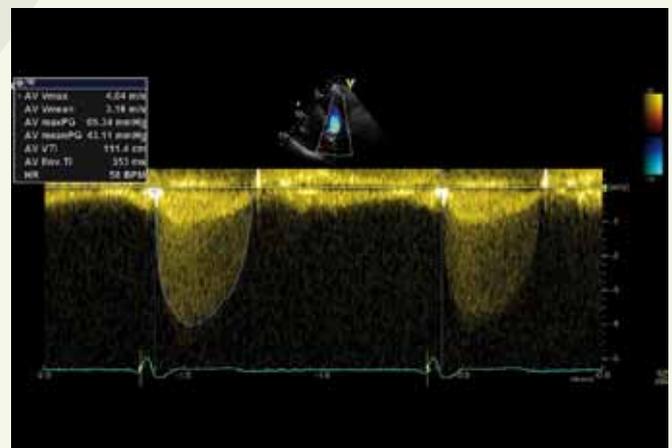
Farbdopplerechokardiographie (CW) der Aortenklappe. Erhöhter mittlerer Gradient von 43mmHg, nach Kontinuitäts-gleichung ergibt sich eine errechnete Klappenöffnungsfläche von 0.9 cm², entsprechend einer schweren Stenose.
